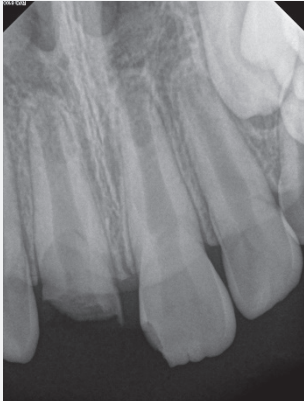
Periapical radiograph at first visit. Immature permanent incisors with open root apex can be observed. Pulp exposure of maxillary right central incisor was evident due to the crown-root fracture.
